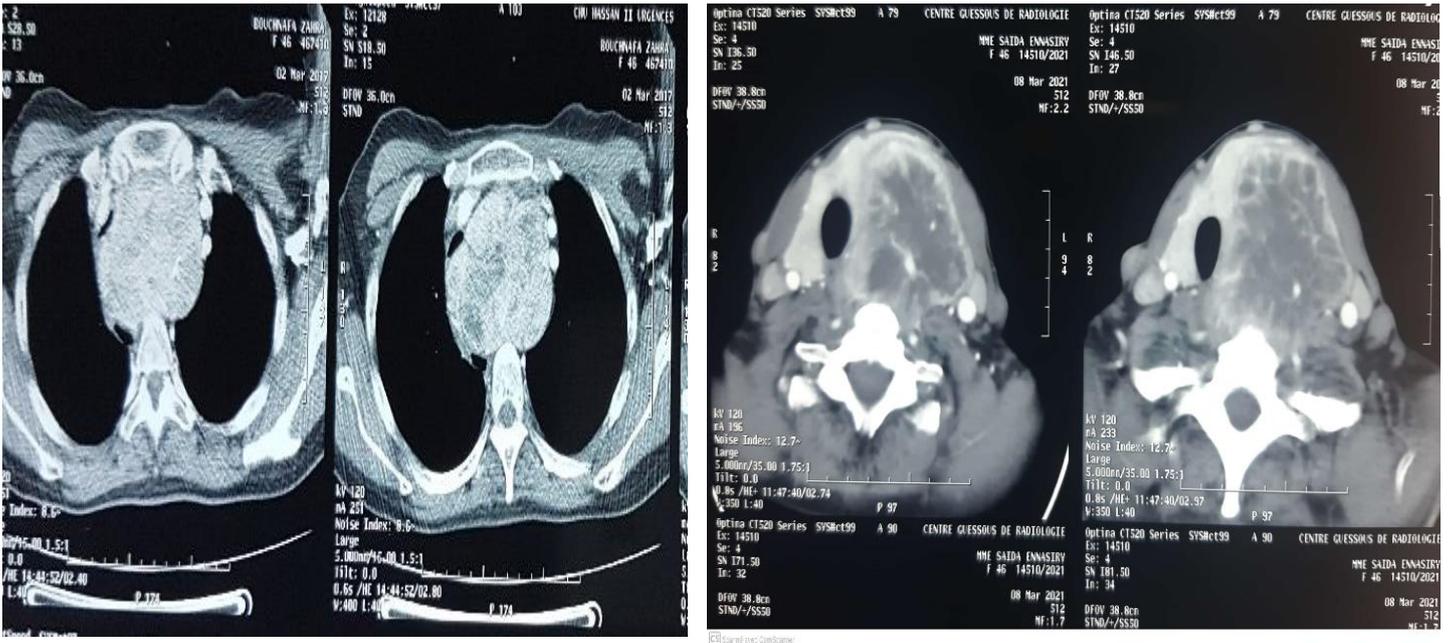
une TDM cervico-thoracique coupe axiale objectivant un goitre plongeant.
